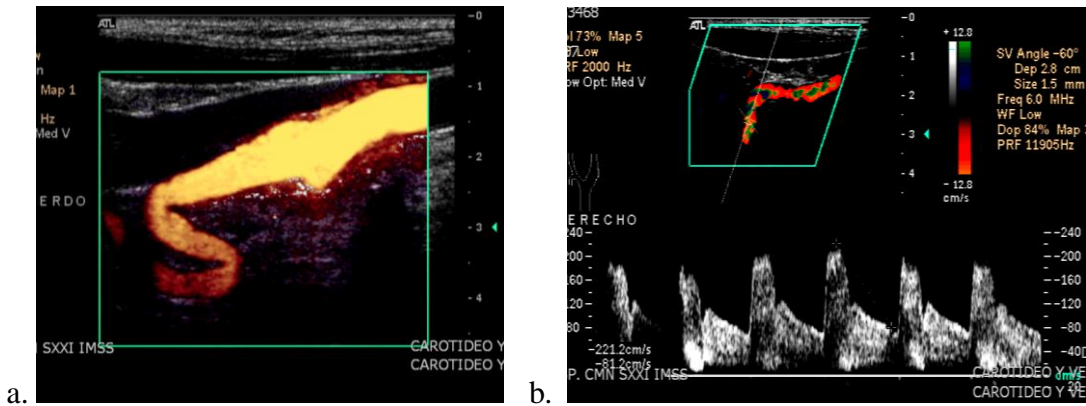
Ultrasonografía doppler. (a. Tortuosidad carotídea .Paciente No.12. b. USG doppler con repercusión hemodinámica 221cm/s. Paciente No.1.).
